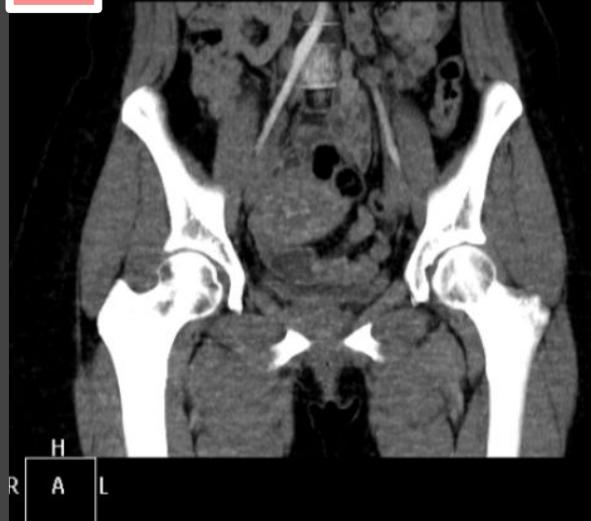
TC de pelvis en corte axial visualizándose en el fondo uterino, trayecto serpiginoso, con realce miometrial y extensión al endometrio, inhomogeneo a favor de fistula AV.
